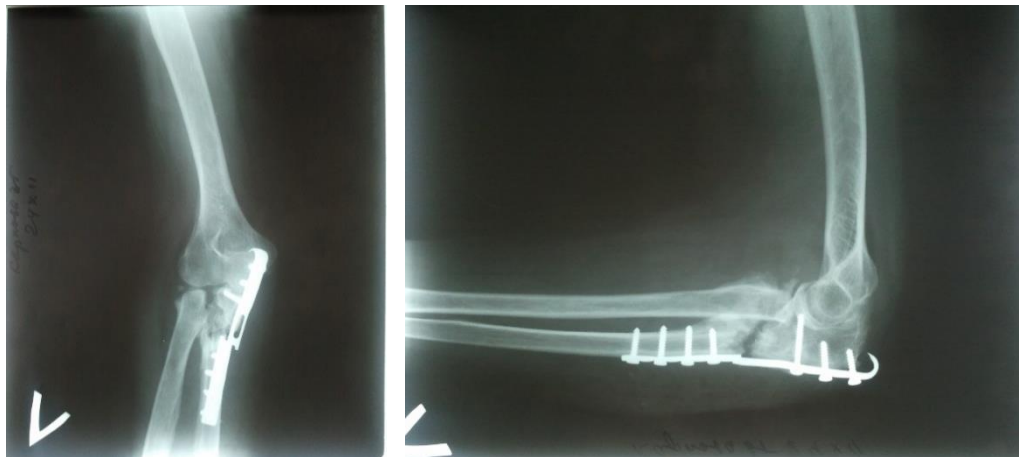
Контрольные рентгенограммы больной К. через 7 месяцев с момента операции
